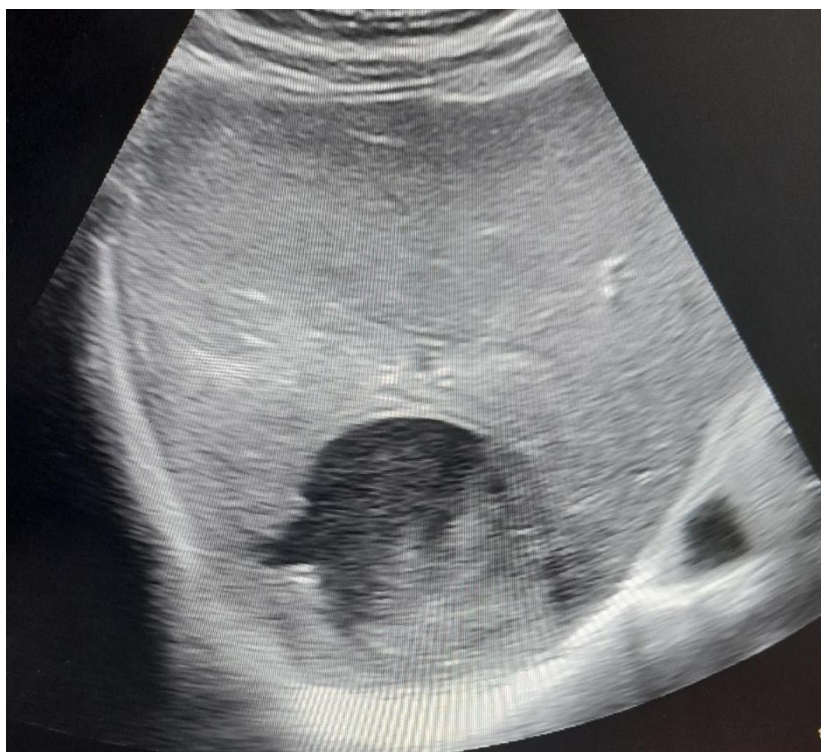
L'échographie réalisée met en évidence, une collection échogène d'aspect de sable mouvant, arrondie de contours flous (abcès du foie) confirmée par la ponction guidée à l'aide d'une seringue de 08cc.
